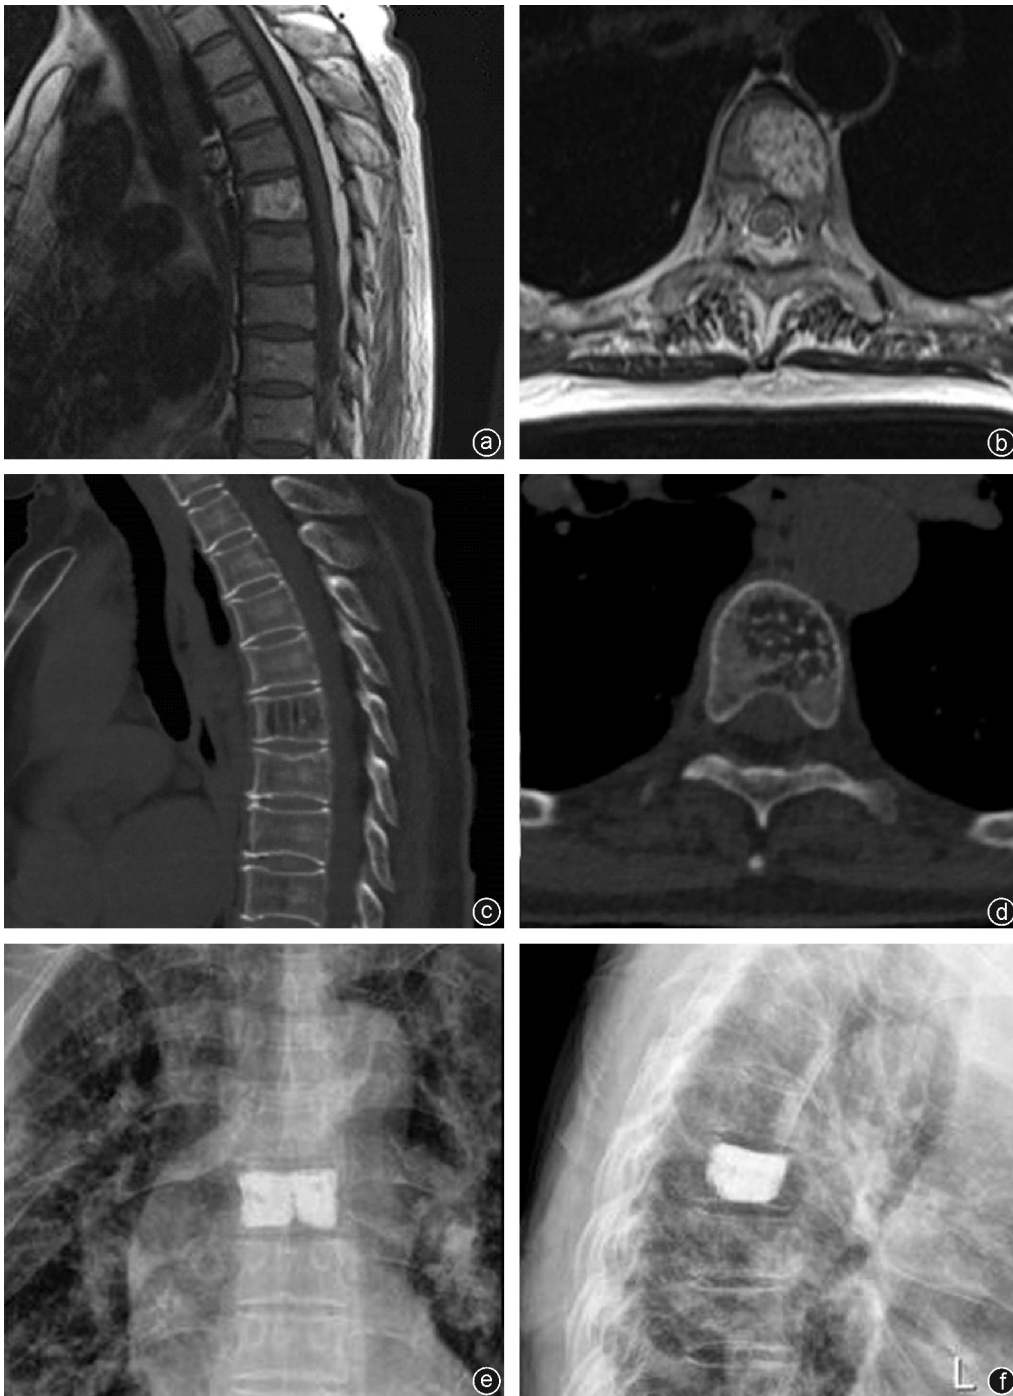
病人,女,71岁,因胸背部疼痛18个月入院 a、b:术前胸椎MRI T1像矢状面(a)及横断面(b)示T₆椎体内团状高信号改变;c:CT矢状面重建可见较为典型的“栅栏样”改变;d:CT横断面显示“蜂巢状”改变;e、f:PKP术后的X线正侧位片示骨水泥弥散均匀,无渗漏
